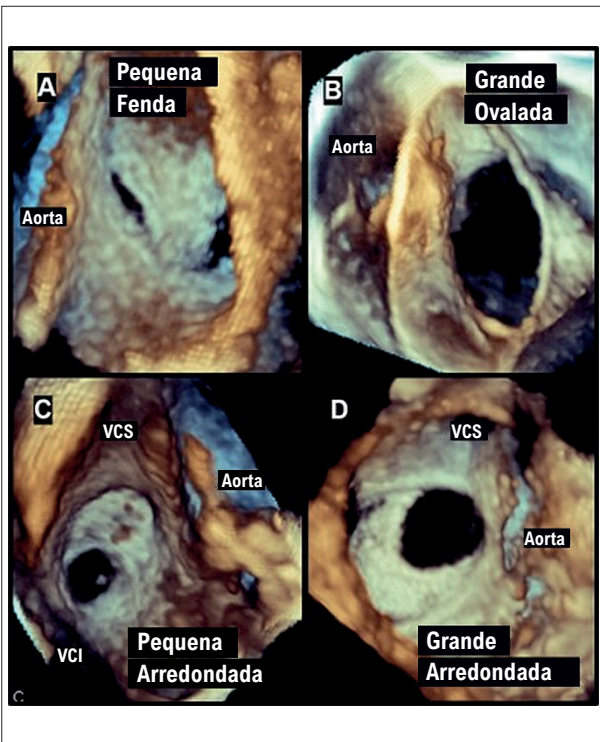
Imagens de ecocardiograma transesofágico 3D, em modo zoom, ilustram exemplos representativos de diferentes tamanhos e formatos de comunicação interatrial do tipo ostium secundum, obtidas em visões frontais do septo interatrial.
